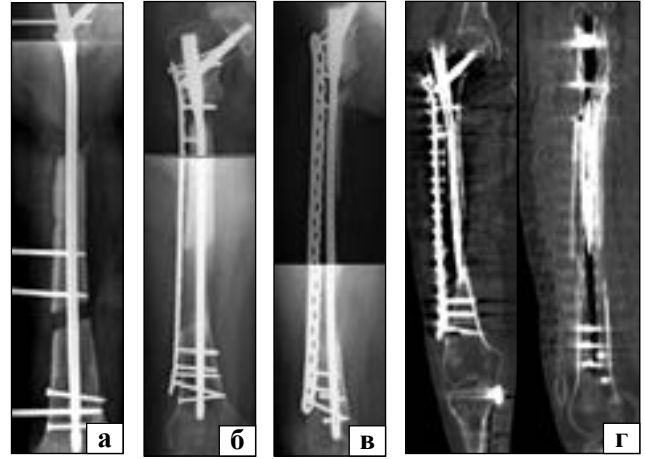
Рентгенограми в прямій та боковій проєкціях. Проводиться дистракція вздовж ІМ стрижня. Сформовано кістковий регенерат (
